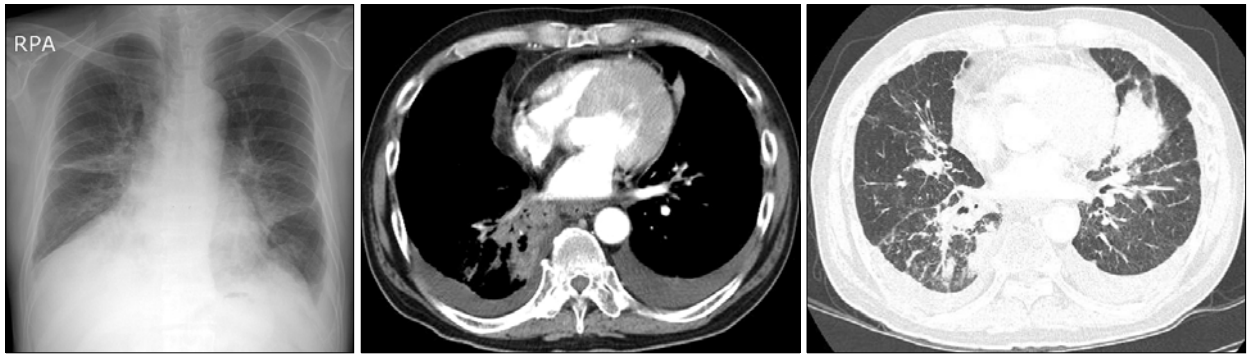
Radiographic findings of 45 days from methylprednisolone treatment. Multifocal consolidations on right lung decreased but tumor mass and lymphangitic metastases aggravated compared to precious chest CT.
